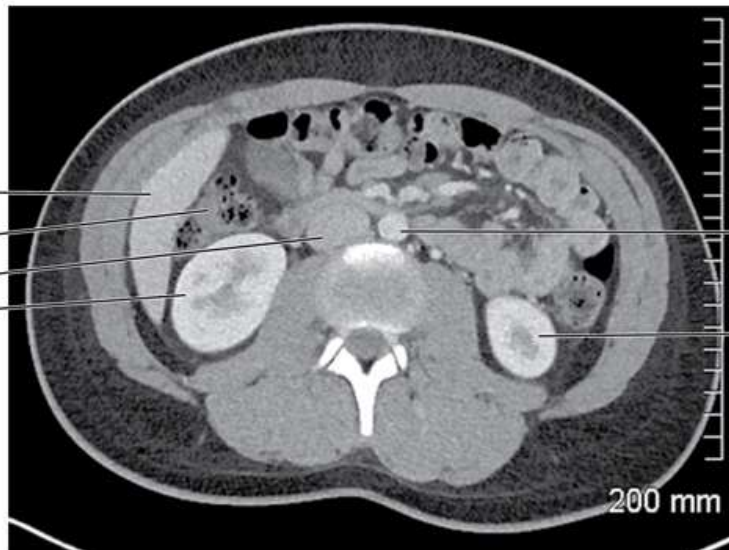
Imagem de TC transversal do abdome com contraste intravenoso
